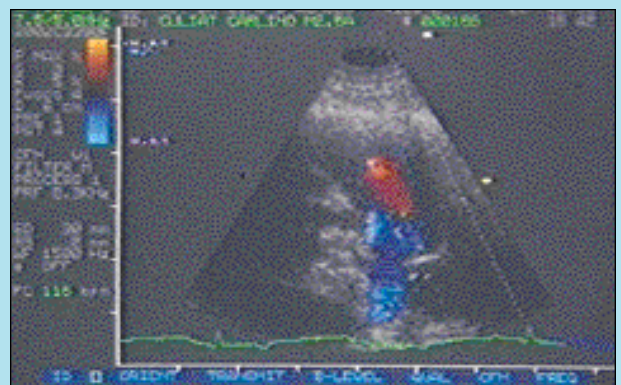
Flusso Doppler Color in arteria polmonare: è evidente il flusso sistolico laminare in allontanamento (blu) in arteria polmonare.
